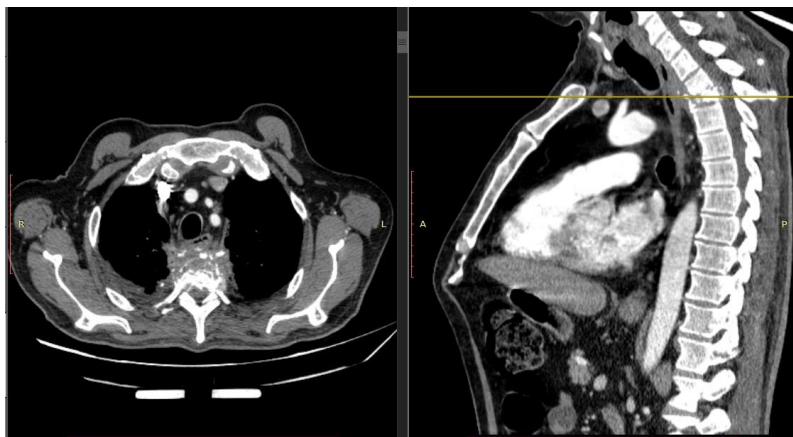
МСКТ після операції
